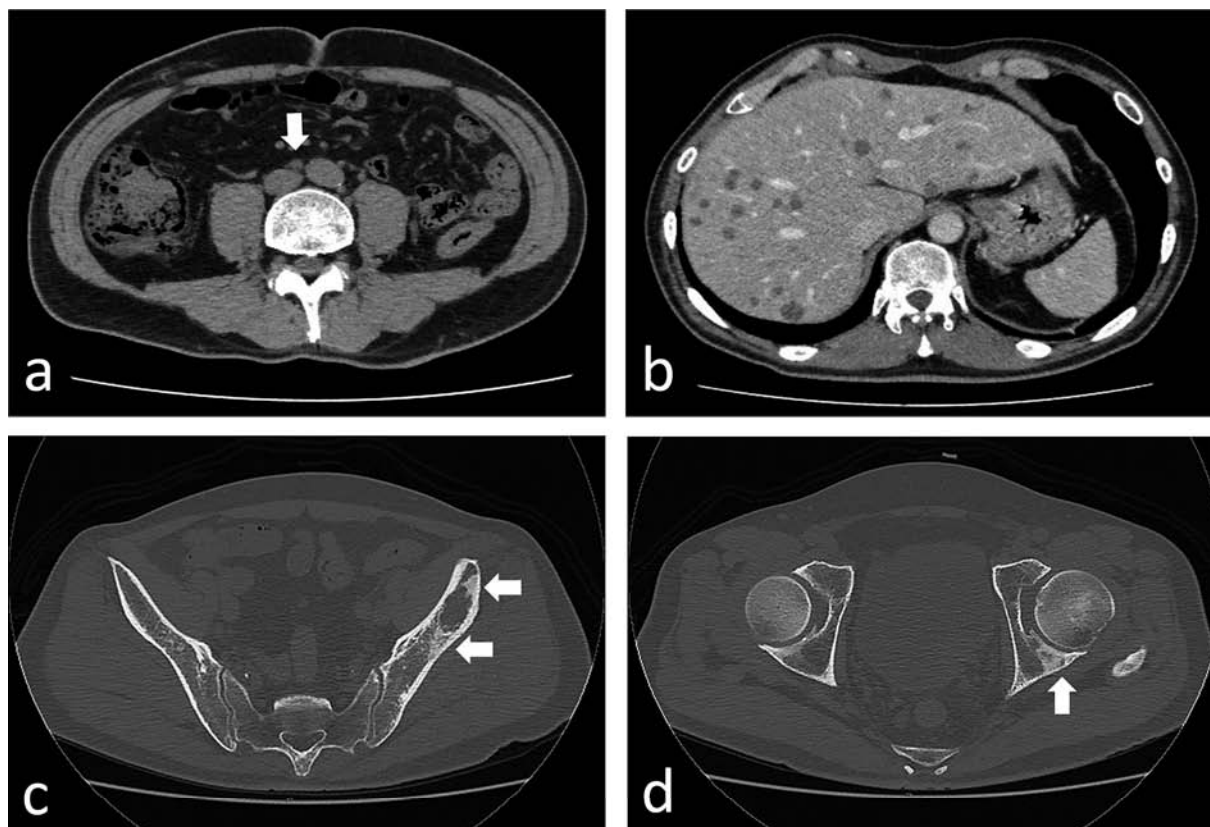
Three months after the ADT, CT showed reduced size of paraaortic lymph node (a), multiple liver metastases (b), new osteoblastic lesions in the left iliac bone (c) and enlarged osteoblastic lesion in the left acetabulum (d).
